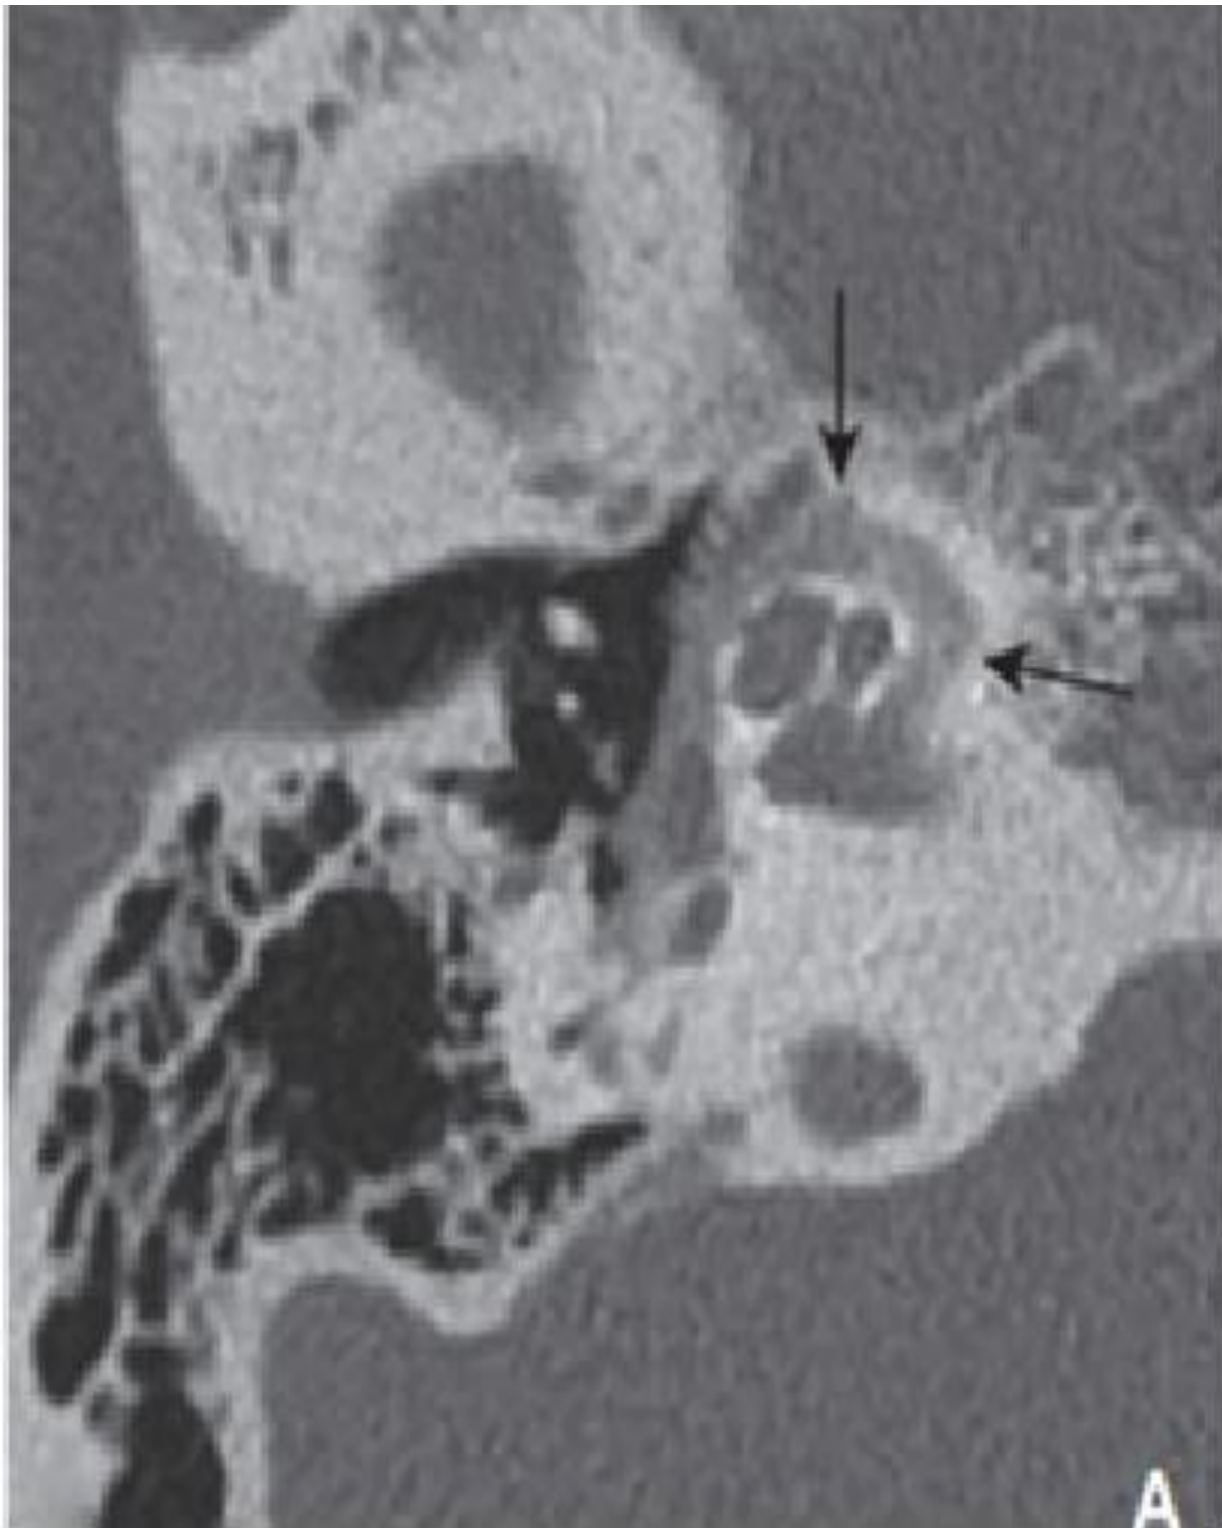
Otospongiose type 4b. Coupes TDM axiales.
